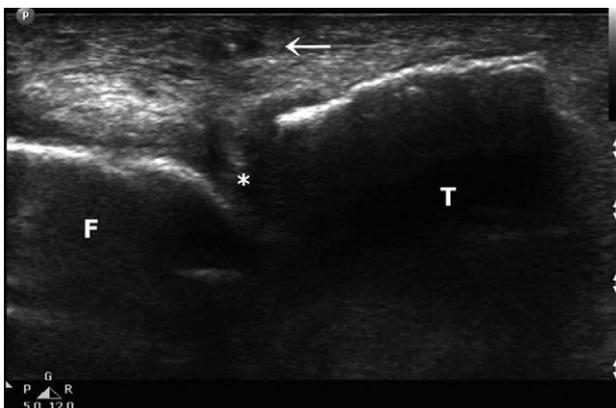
Follow up ultrasonography at 6 weeks after repair of left peripheral lateral meniscal tear. White arrow shows stitch site (F: femur, T: tibia, asterisk: lateral meniscus).
